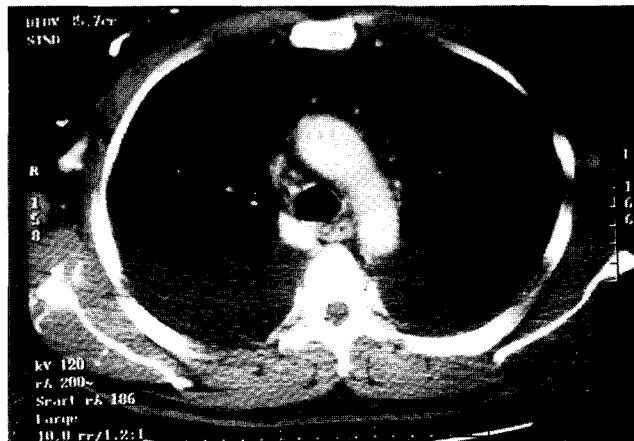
Preoperative chest CT shows large amount of both pleural effusion and obliteration of SVC(superior vena cava).
